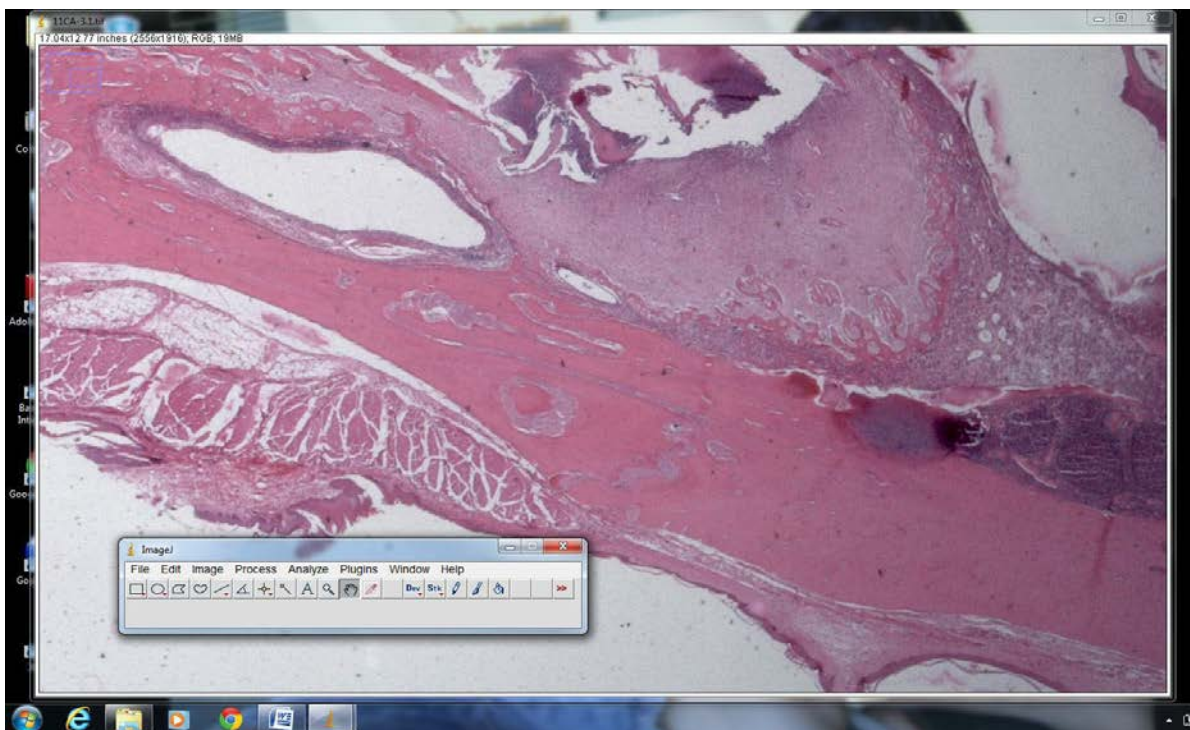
Imagem da região periapical para mensuração da área de tecido conjuntivo fibroso.
